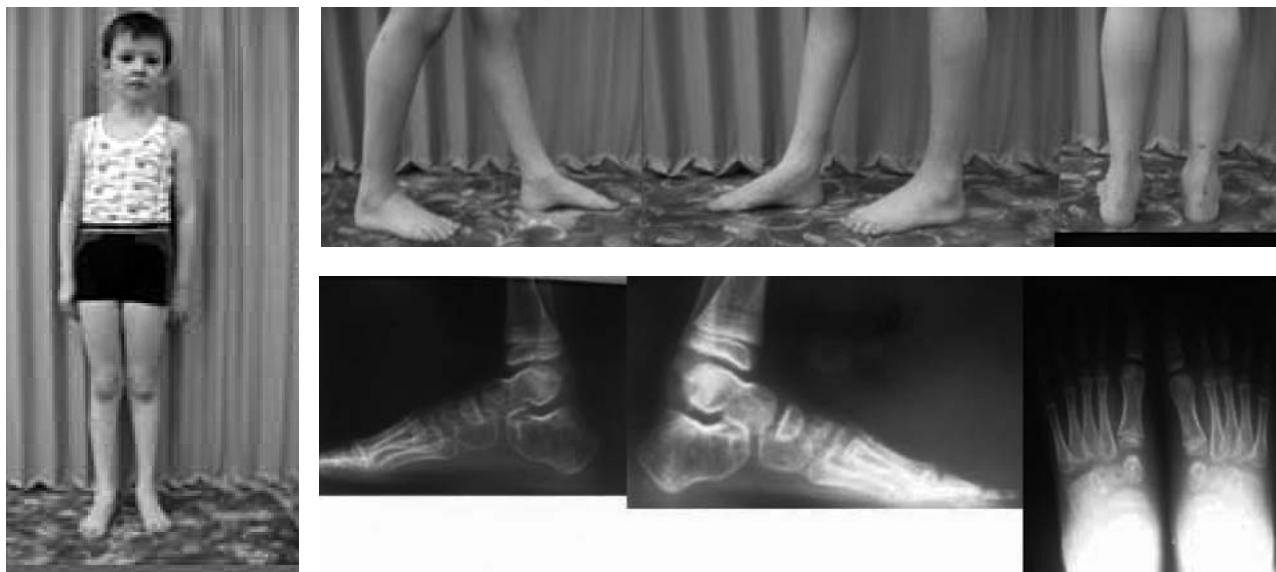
Пациент П., 8 лет. Внешний вид стопы и рентгенограммы через 3 года после комплексного лечения
